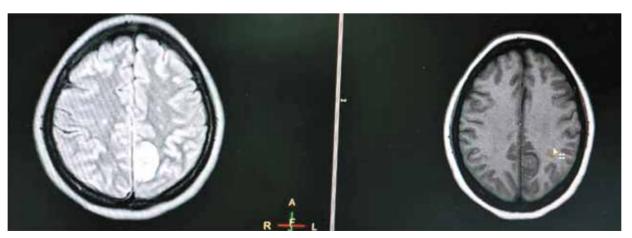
En secuencia FLAIR se evidencia hiperintensidad y en T1 isointensidad delimitada. (Parietal izquierda)
